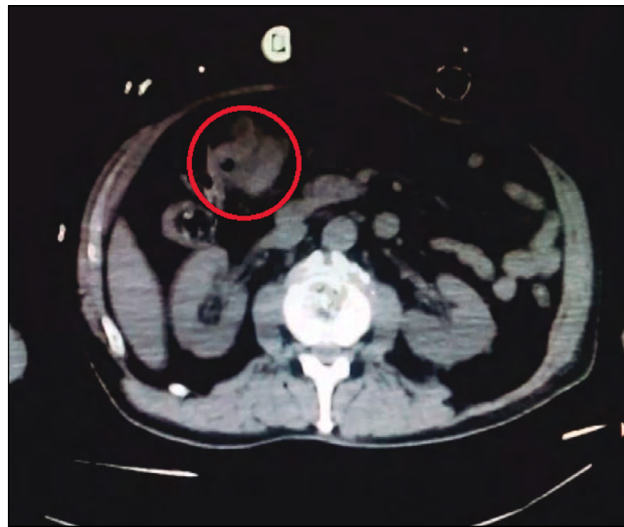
TAC ABDOMINO-PÉLVICO: Engrosamiento irregular de 70 mm en pared de ángulo hepático de colon sugestivo de tumoración primaria de colon.
